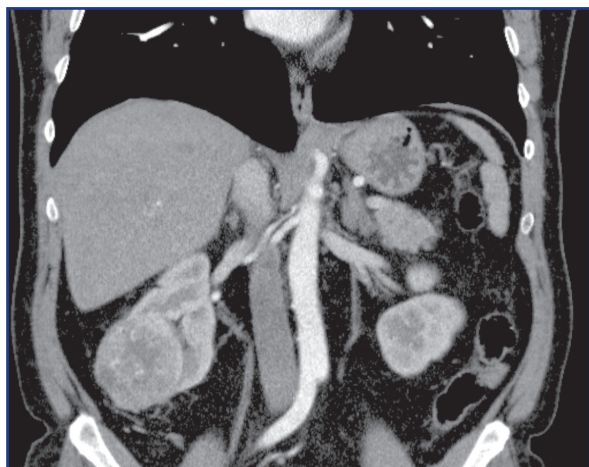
КТ брюшной полости с опухолью в нижнем полюсе правой почки с вовлечением чашечно-лоханочного сегмента
